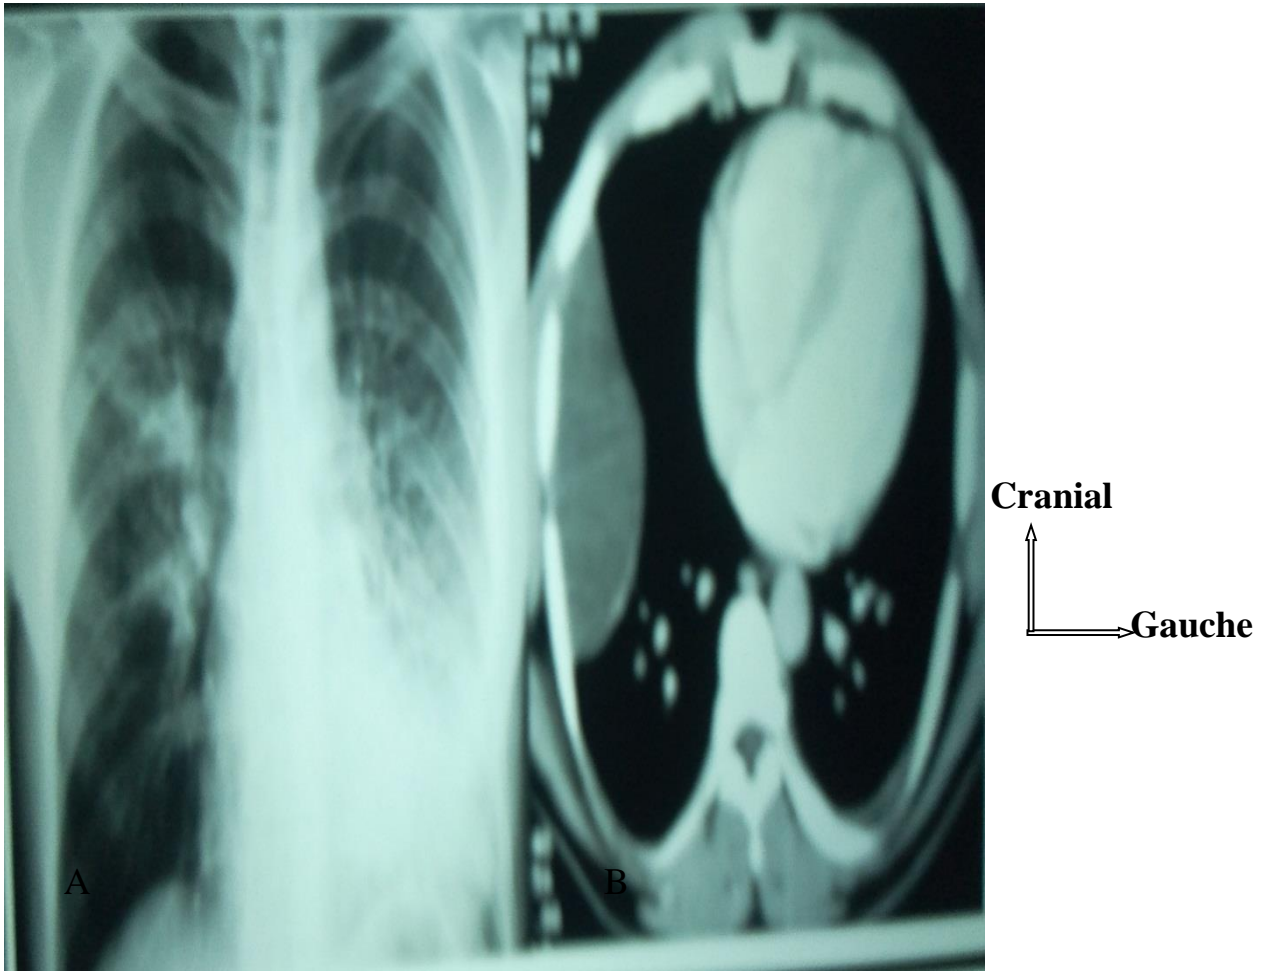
[48] : Radiographie thoracique de face et une tomographie axiale réalisées chez deux patients différents :
